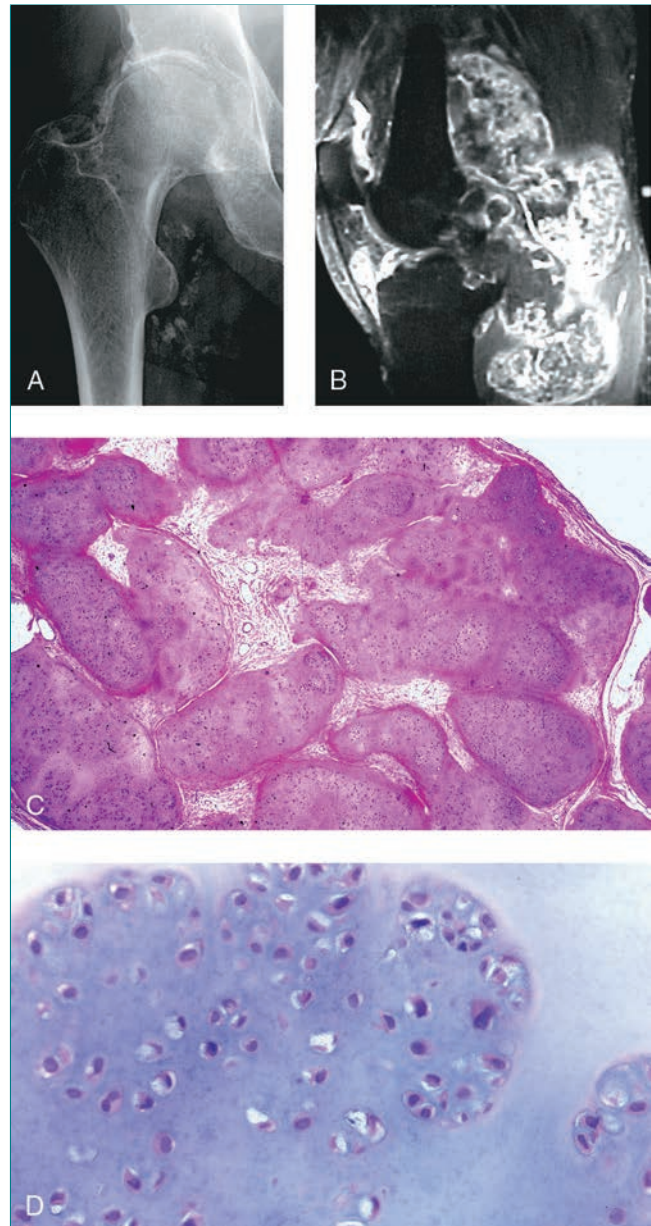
Condromatosis sinovial. A, La radiografía anteroposterior de la cadera derecha de un hombre de 46 años con condromatosis sinovial presenta calcificaciones aisladas por encima y por debajo de la cabeza femoral, tanto dentro como fuera de la cápsula de la cadera. B, RM sagital en T2 de la rodilla de un hombre de 33 años con osteocondromatosis sinovial extensa. La presencia de numerosos nódulos osificados en el interior de la articulación hizo necesaria una sinovectomía abierta de los compartimentos anterior y posterior de la rodilla. C, La imagen microscópica con poco aumento de la osteocondromatosis sinovial revela nódulos aislados de cartilago hialino (hematoxilina y eosina). D, La imagen microscópica con más aumento revela un aumento de la celularidad con algunas células binucleadas (hematoxilina y eosina).
